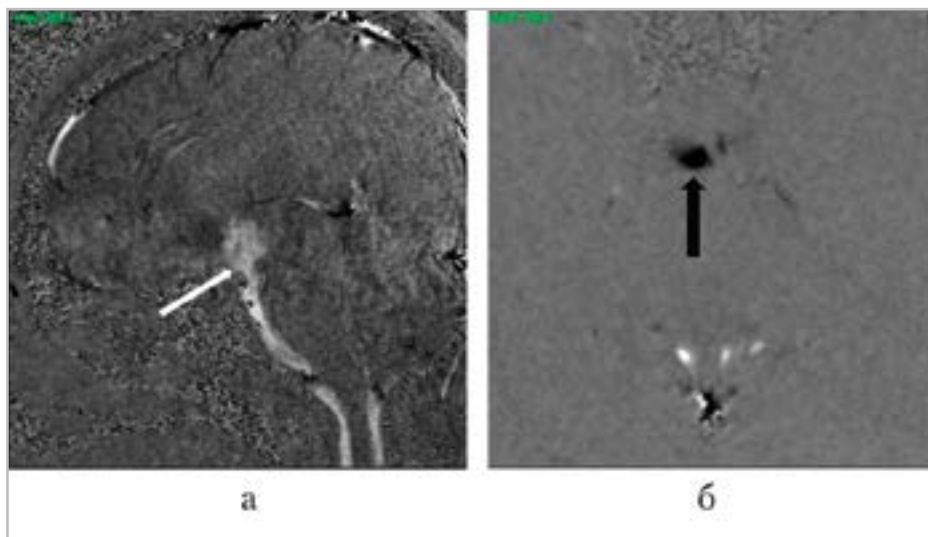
Фазоконтрастные МР-томограммы: данные ФК-МРТ у пациентки после тривентрикулоцистерностомии: *а* — сагиттальное изображение; *б* — аксиальное изображение. Определяется двунаправленный ток ликвора в области послеоперационной стомы (*белая стрелка* — краниокаудальный поток ликвора, *черная стрелка* — каудокраниальный поток ликвора)
